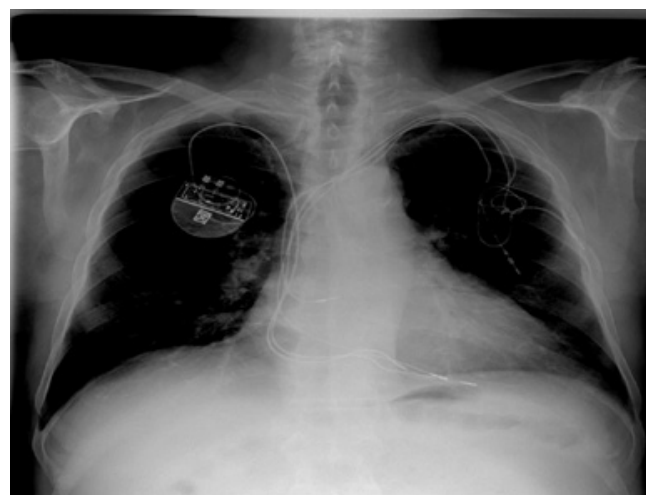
3Б. Рентгенограмма грудной клетки.
